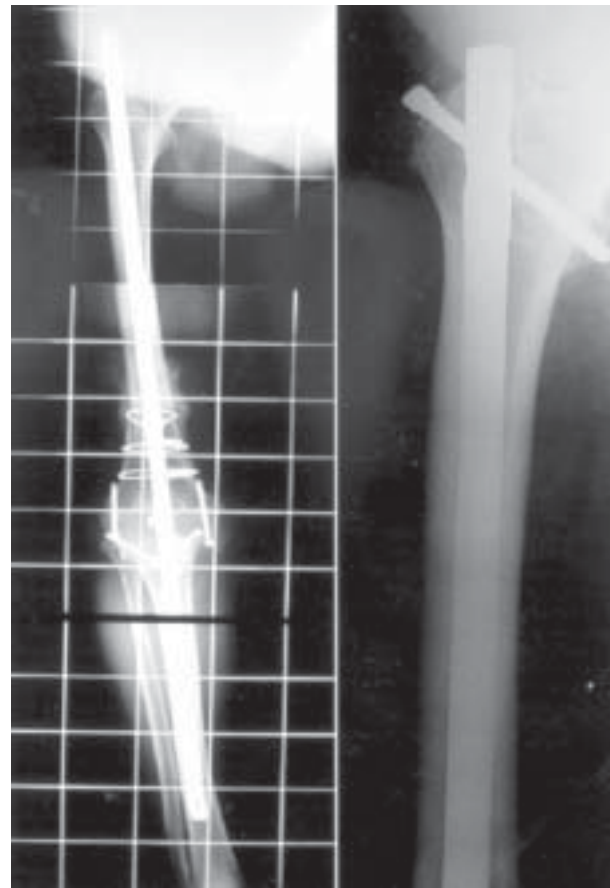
Telerradiografía mostrando protrusión proximal del clavo tras caída y resultado tras cambiarlo por otro clavo bloqueado.
